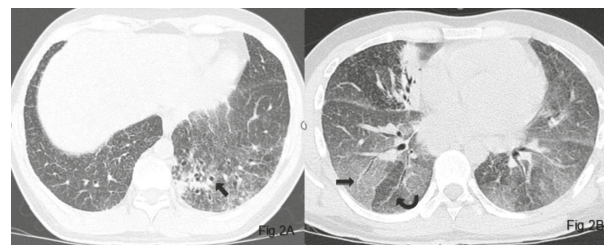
Bronquiectasias en un paciente con sarcoidosis. 2A: TC de alta resolución que muestra bronquiectasias de tracción por cambios fibróticos iniciales en la base pulmonar izquierda (flecha recta). 2B. Patrón en mosaico. TC de alta resolución en fase espiratoria donde se evidencia un patrón de atenuación en mosaico, con áreas de menor densidad (flecha curva) que representan el atrapamiento de aire por el compromiso de la pequeña vía aérea y otras zonas de mayor densidad (flecha recta) que corresponden con el pulmón sano. Este hallazgo se observa con relativa frecuencia en los pacientes con sarcoidosis. Fuente: creación propia
